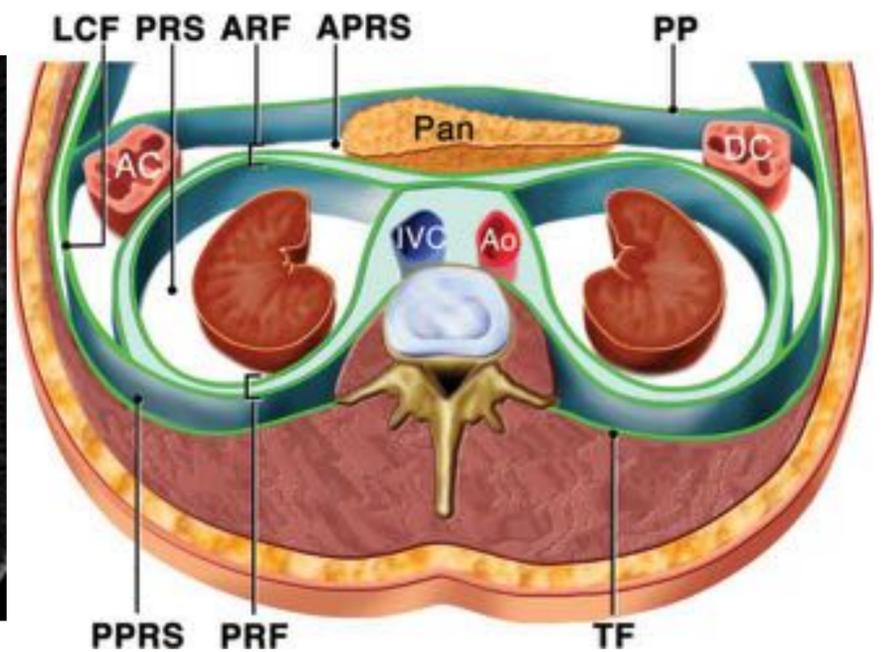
Corte axial de TC abdominopélvica en fase portal que muestra la anatomía normal de los espacios retroperitoneales a nivel de los riñones.
